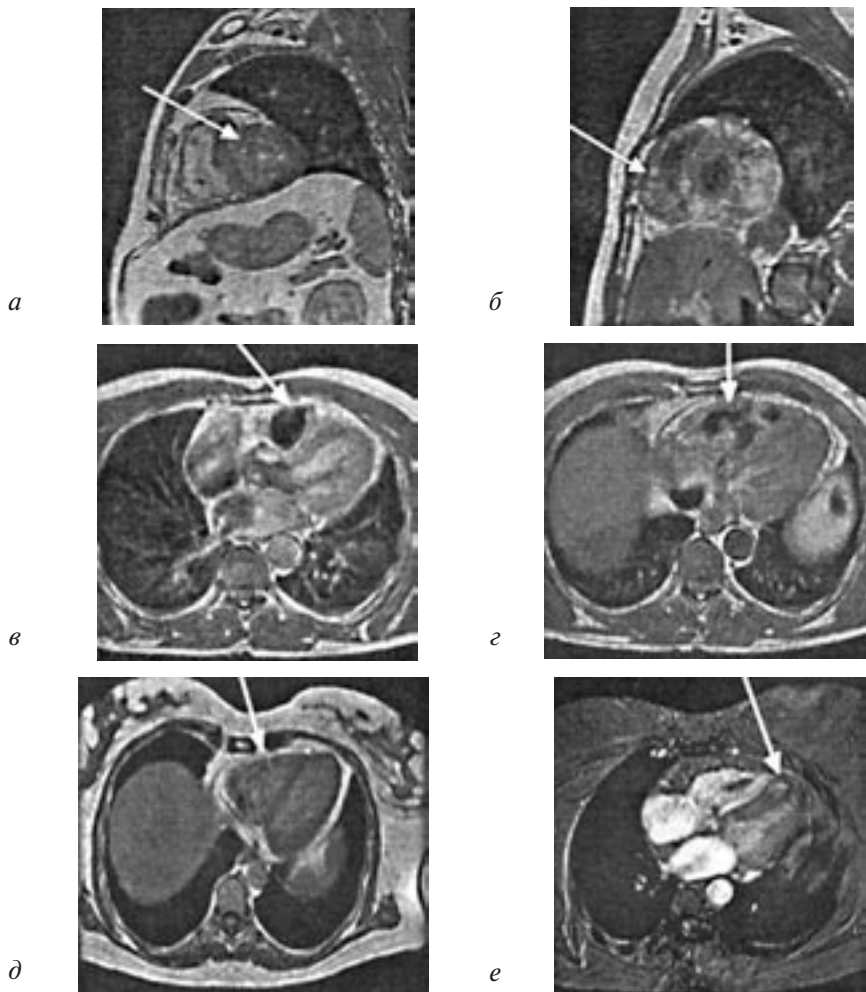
Магнитно-резонансная томография при АДПЖ.
